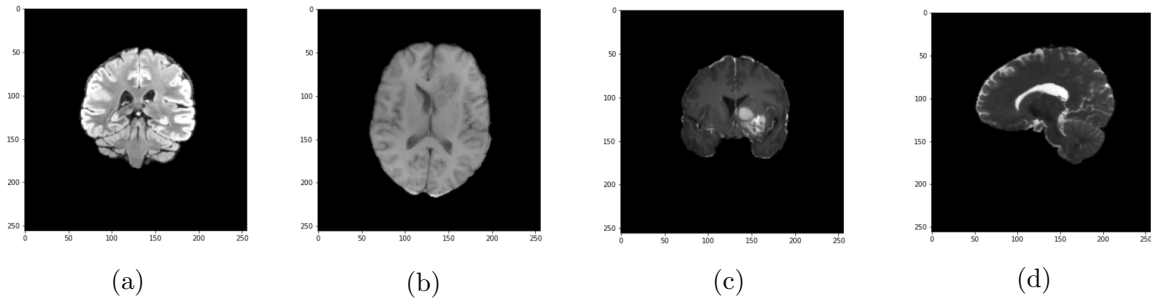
Resultados das quatro sequências de um exame de MRI para um dado paciente. (a) FLAIR. (b) T1w. (c) T1wCE. (d) T2w.
